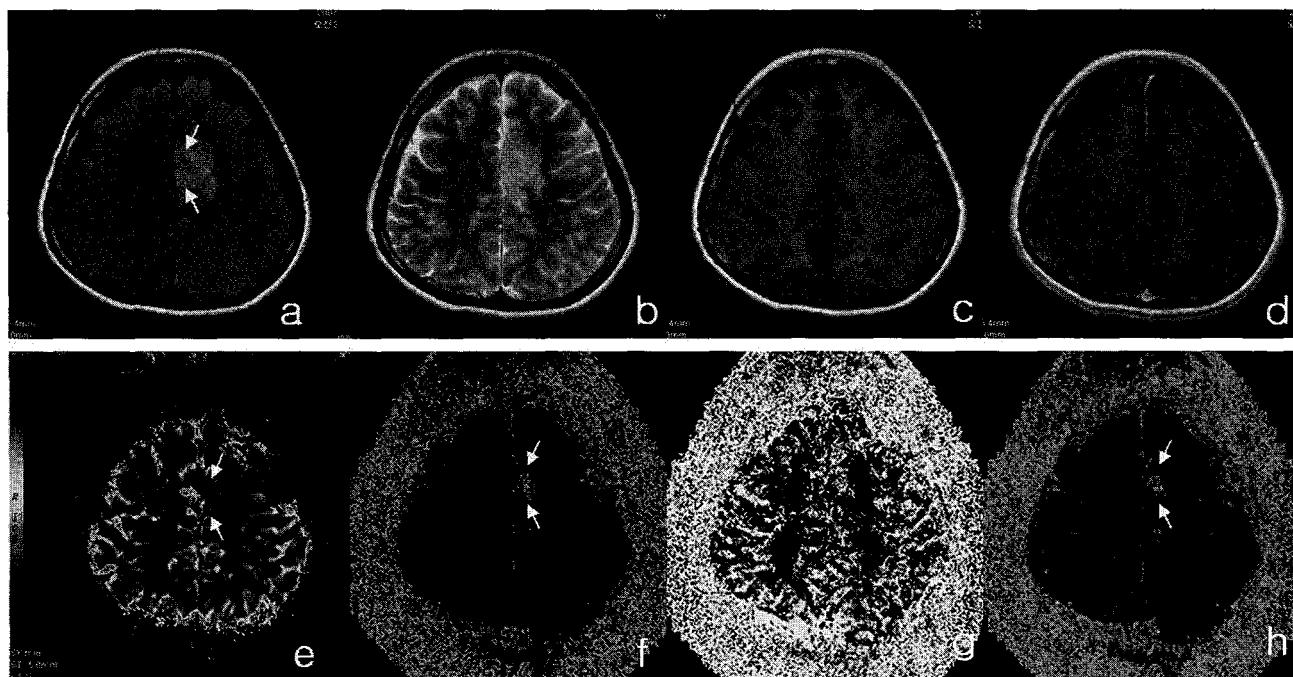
Oligodendrogloma in a 36 year old woman. Conventional T2-weighted image(a), FLAIR image(b), pre T1-weighted image(c), post contrast T1-weighted image(d), rCBV image(e), Permeability map image(f), rCBF-rSVD image(g), rCBV-rSVD image(h). The Permeability ratio of the lesion was 15.67.
